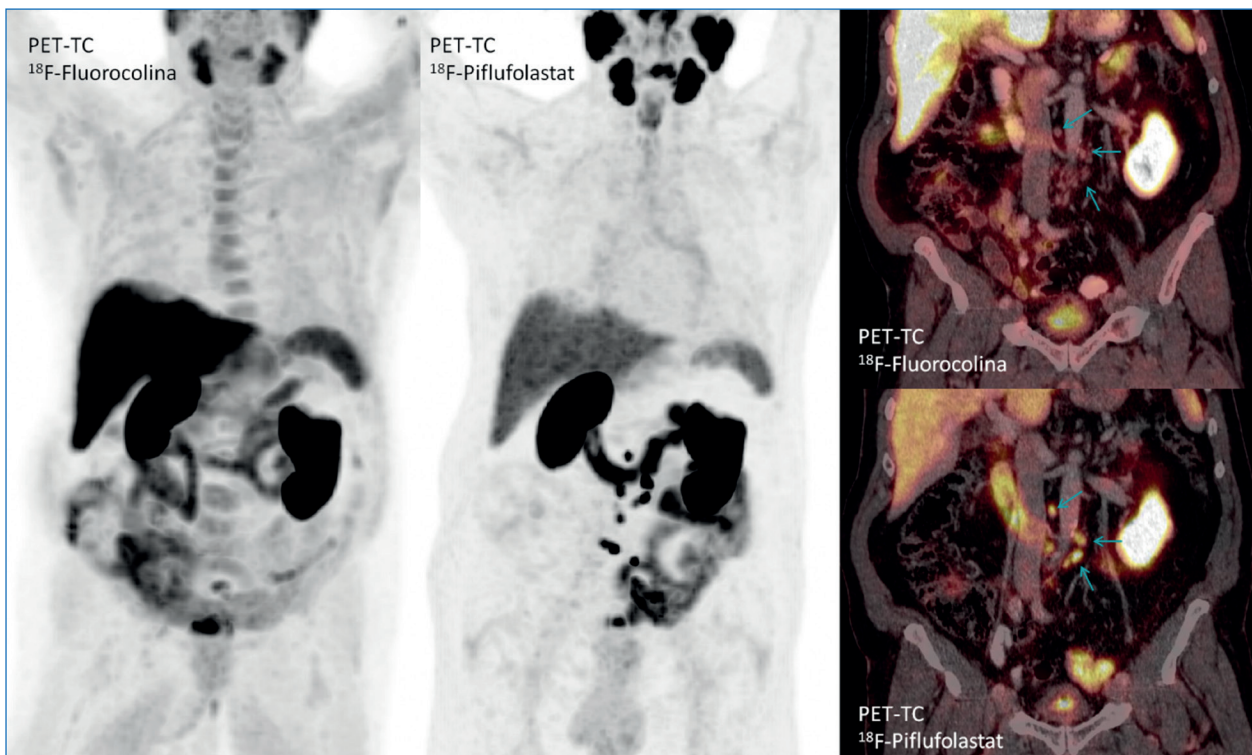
Paciente de 78 años con adenocarcinoma de próstata Gleason 7 (3 + 4), diagnosticado en 2019, tratado con braquiterapia. En septiembre de 2021 se evidenció una recidiva bioquímica (PSA 5,15 ng/ml). La PET-TC ¹⁸F-colina mostró ganglios retroperitoneales de escasos milímetros sin captación patológica, inespecíficos; sin embargo, en la PET-TC con trazador PSMA (¹⁸F-piflufolastat) se observó una intensa captación de trazador en múltiples ganglios retroperitoneales. Dado que el tumor era hormosensible M1a, se inició tratamiento con apalutamida.
